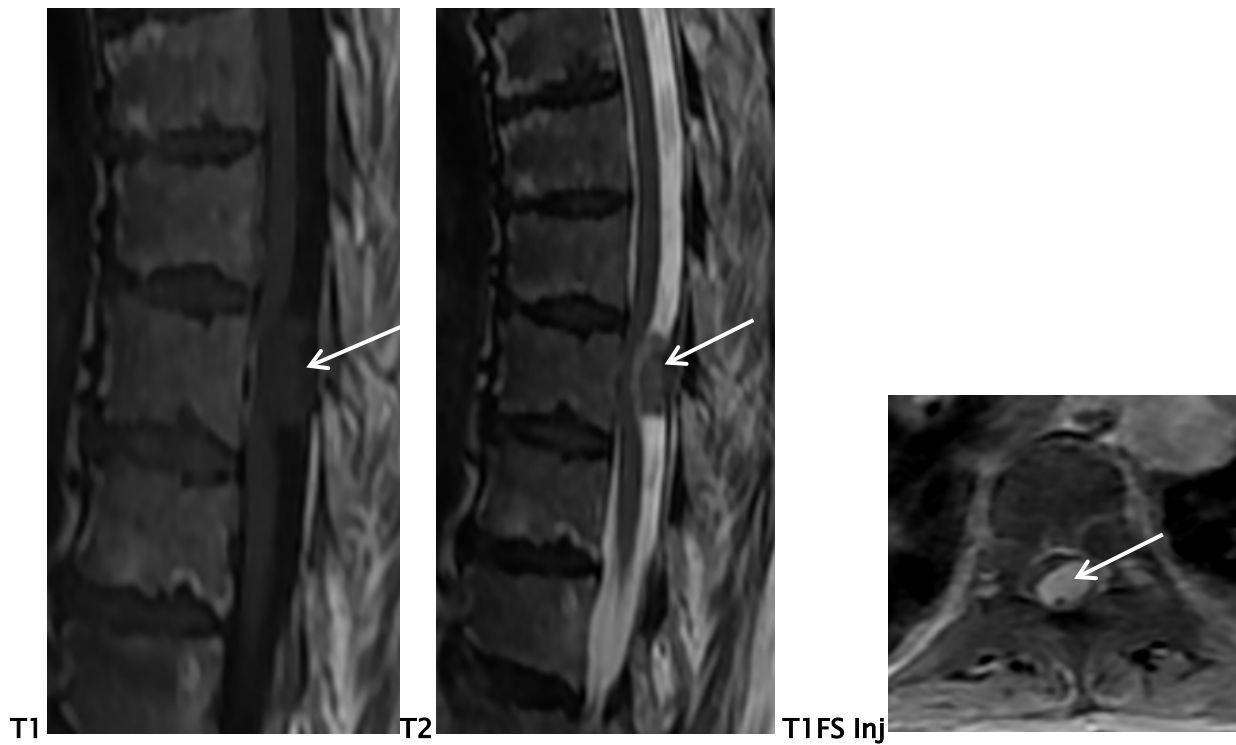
IRM dorsale en pondération T1 et T2 coupe sagittale, et en T1 avec injection de Gadolinium en coupe axiale chez un patient montrant une CM au niveau de D9 : formation nodulaire intracanaulaire extra médullaire (flèche blanche) à hauteur de D9, au niveau de l'espace épidual postérieur, ovulaire, bien limitée, en signal intermédiaire T1 et T2, rehaussée de façon homogène responsable d'une compression du cordon médullaire sans signe de souffrance décelable : méningiome.
